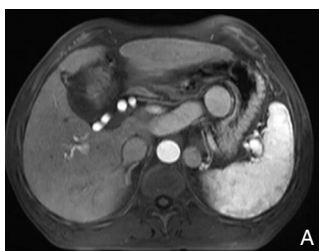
上腹部MRI A: 肝十二指肠韧带内无门静脉，肝动脉代偿性扩张；B: 肠系膜上静脉与脾静脉汇合后由异常粗大的静脉汇入左肾静脉；C: 动脉期S5段结节；D: 动脉期S8段结节
